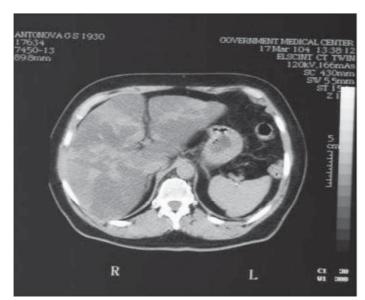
Мультиспиральная компьютерная томография печени при стеатозе.
